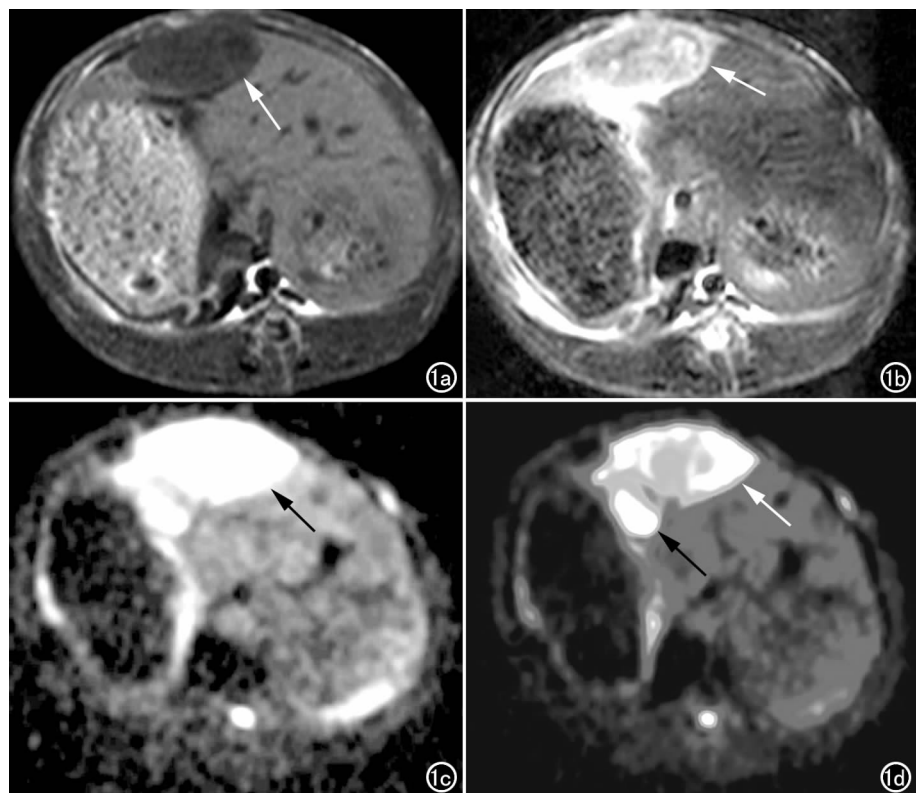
a) T_1 WI 示肿瘤呈低信号(箭); b) T_2 WI 示肿瘤呈较高信号(箭); c) DWI 示肿瘤呈明显高信号(箭); d) DWI 伪彩图显示肿瘤(白箭),靠右后方为胆囊(黑箭)。
